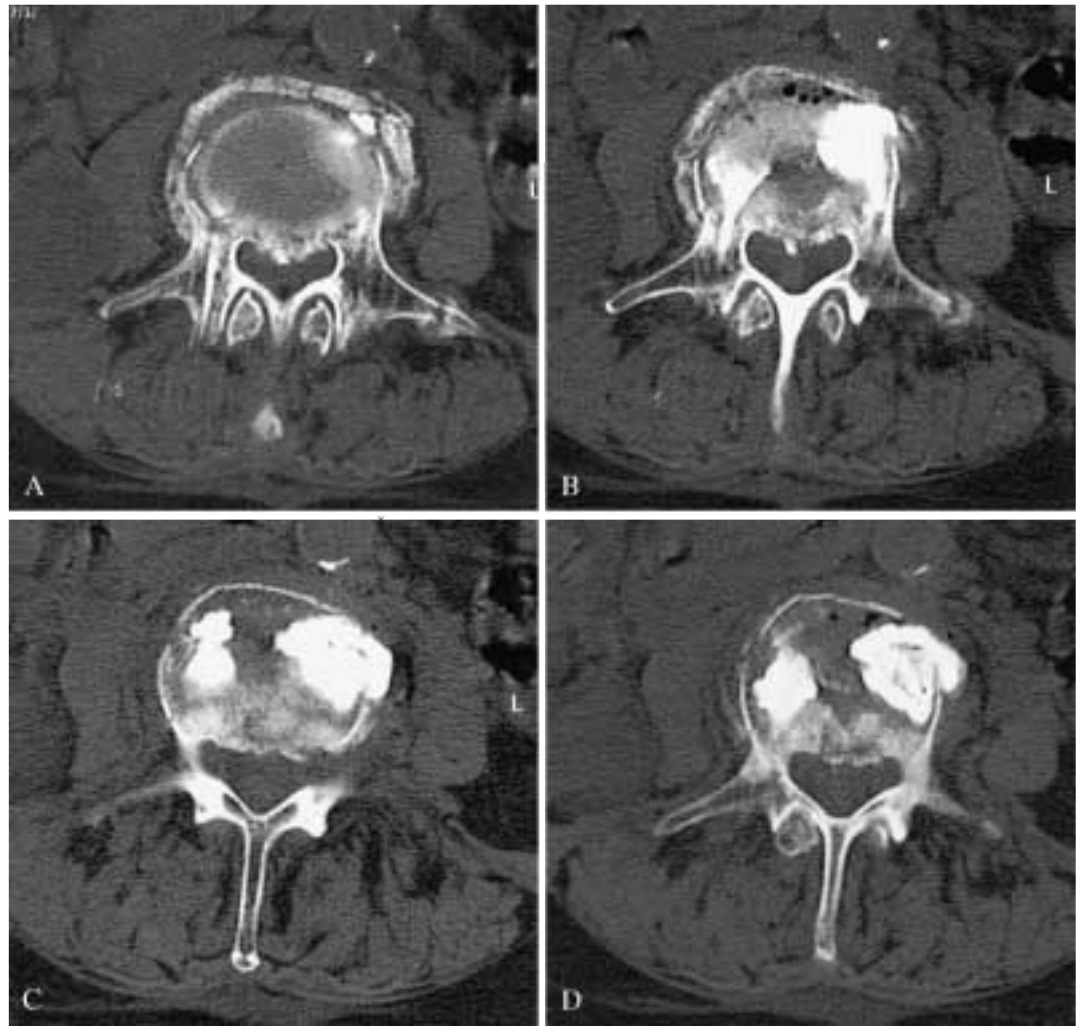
A-D) Controllo TC seriato delle varie fasi di riempimento durante l'iniezione di PMMA con accesso bilaterale sino al risultato finale visualizzato in D).
